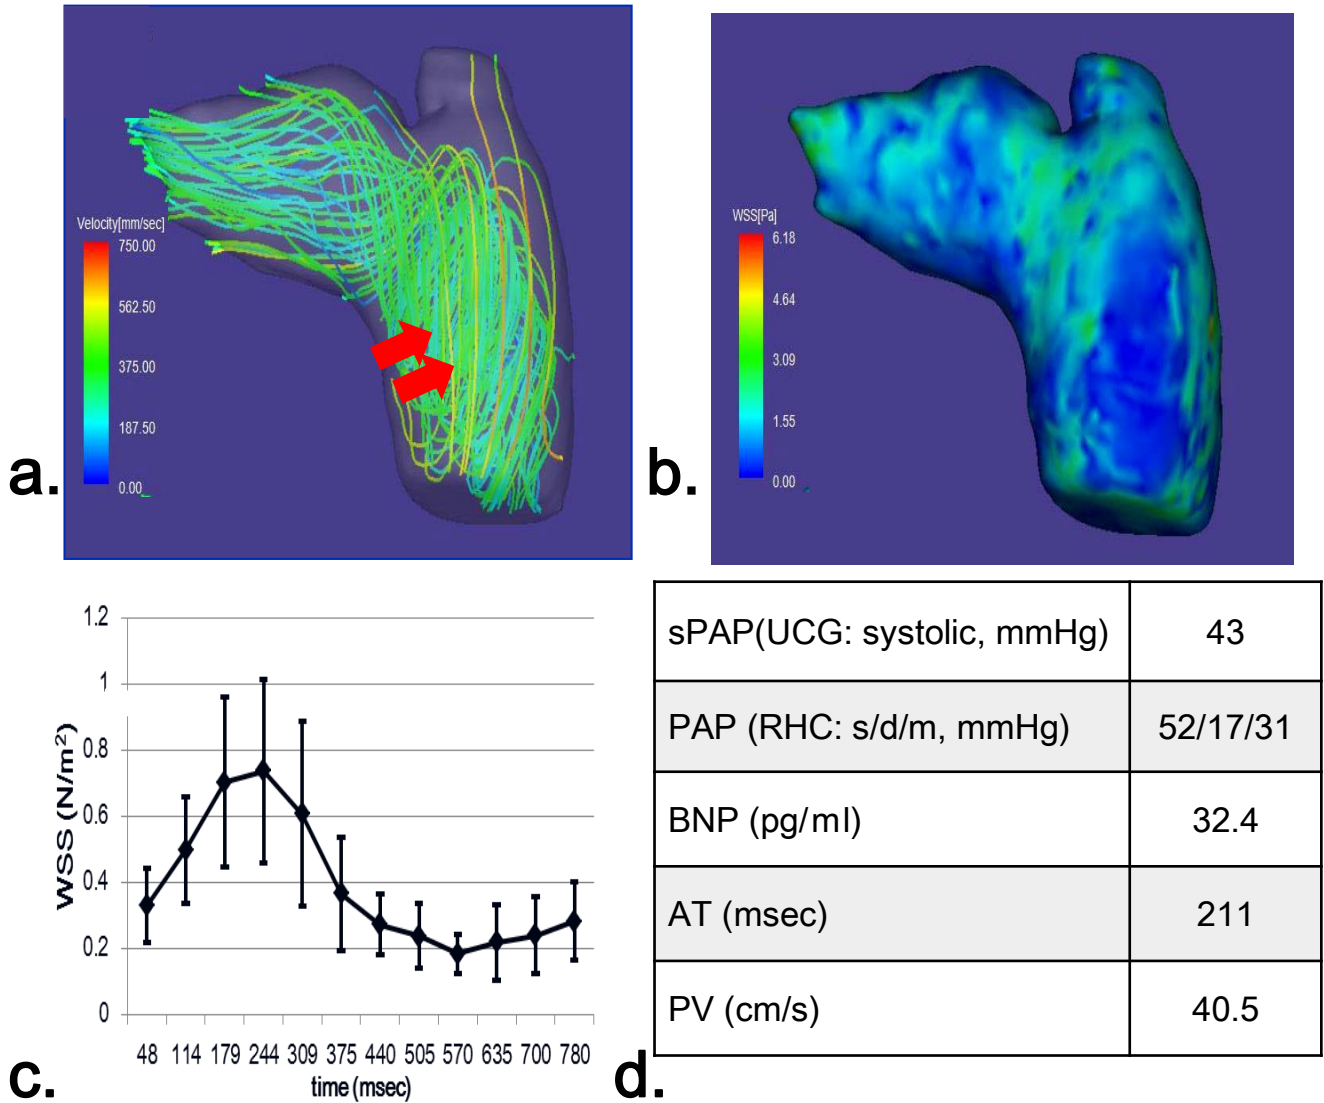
Representative streamline analysis (a), WSS map (b), time course changes of the WSS values of the main pulmonary arterial wall and hemodynamic values (c) acquired in a 75-year-old female with PAH. Streamlines of the pulmonary artery (a) show vortex flow (arrows) from the trunk to right pulmonary artery. WSS in the time-averaged WSS-contour image of the pulmonary artery (b) is about 1.5 N/m² or less. Spatially-averaged temporal WSS changes in the pulmonary artery (c) show its peak at systole (244 ms from R wave), which is lower than non-PAH (Fig3-2c). The error bars represent the SD. Patient's data with PAH (d) demonstrates that PAP is higher, BNP is lower, AT is higher and PA is lower as compared with non PAH patients. PAH: pulmonary arterial hypertension, WSS: wall shear stress, sPAP: systolic pulmonary arterial pressure, UCG: ultrasound cardiography, PAP: pulmonary arterial pressure, RHC: right heart catheterization, s/d/m: systole/diastole/mean, BNP: brain natriuretic peptide, AT: acceleration time, PV: peak velocity
